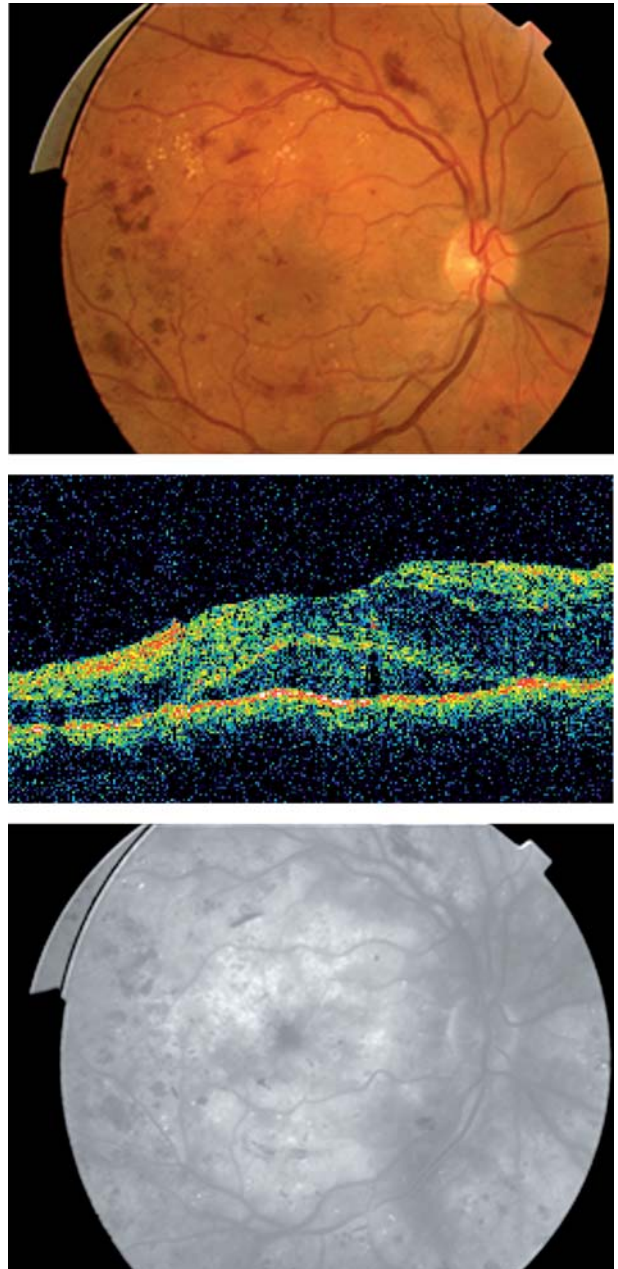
Presentación del caso: Arriba: retinografía. Medio: tomografía de coherencia óptica. Abajo: angiografía fluoresceínica.
